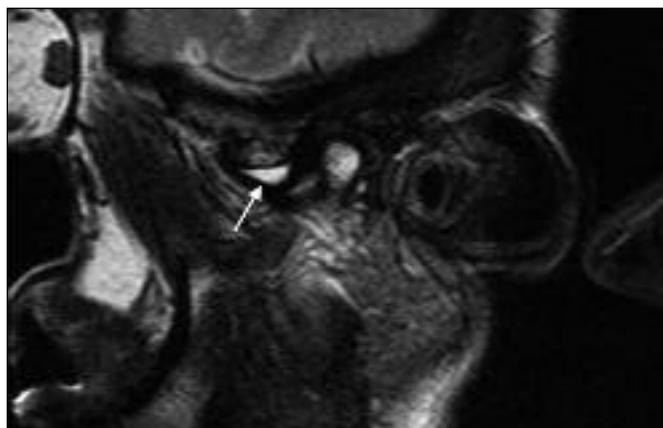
Magnetna resonanca temporomandibularnega sklepa pri odprtih ustih. Prekinjena kortikalna plast na kondilu z manjšim osteofitom na sprednji strani kondila (označeno s prazno puščico). Deformiran disk se pri odprtih ustih ne vrača v pravilen položaj (označeno z belo puščico).
